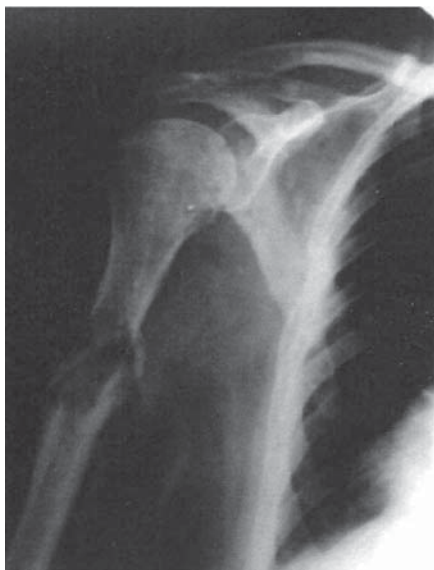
Рентгенограмма больной Н., 51 год. Рак левой молочной железы. Метастатический перелом верхней и средней трети правой плечевой кости
